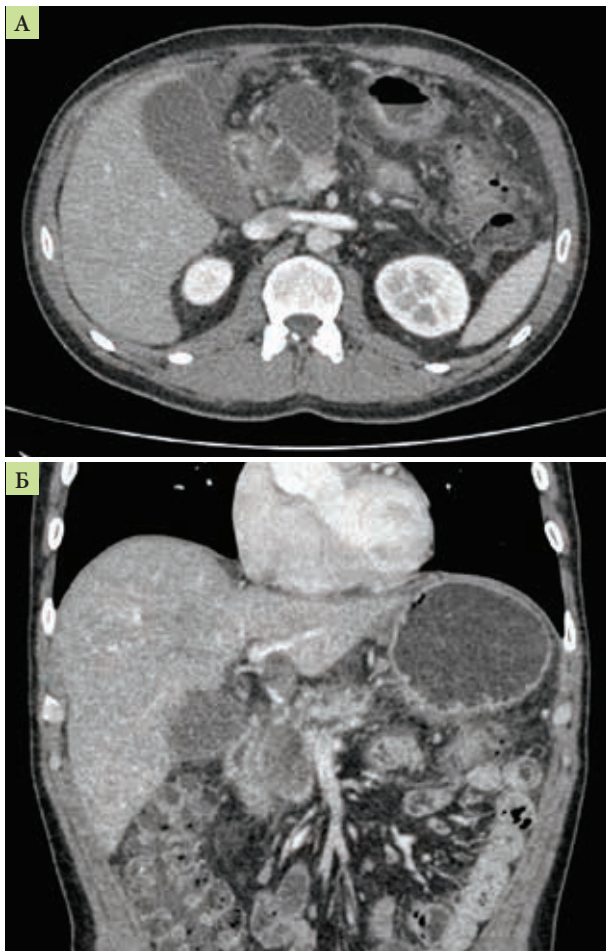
Компьютерная томография органов брюшной полости (А – постнекротические кисты; Б – постнекротические кисты и панкреатическая гипертензия)
